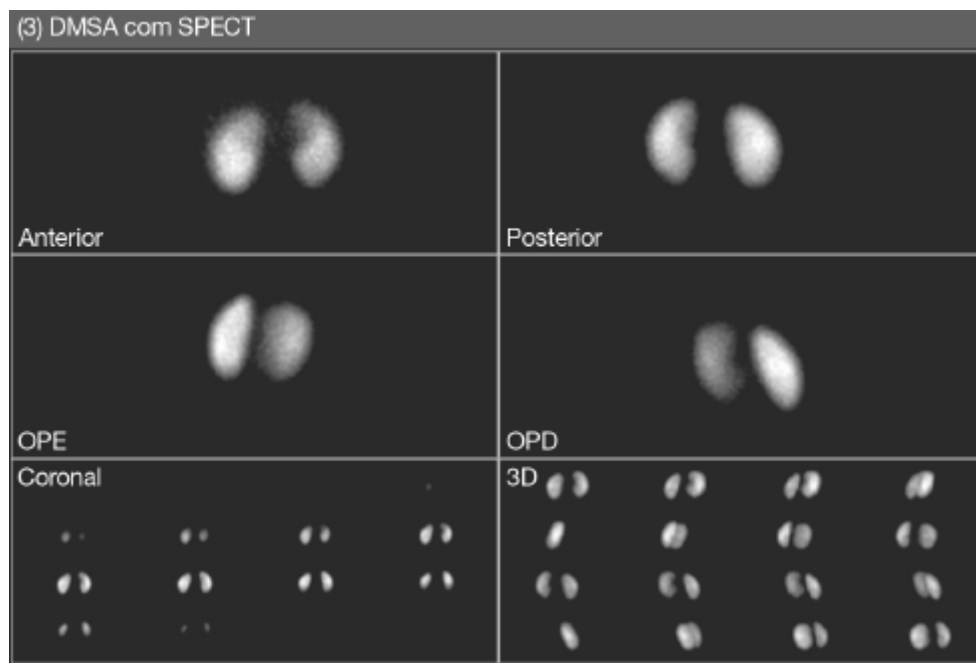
Cintilografia renal estática com ^{99m}Tc -DMSA, com SPECT.
